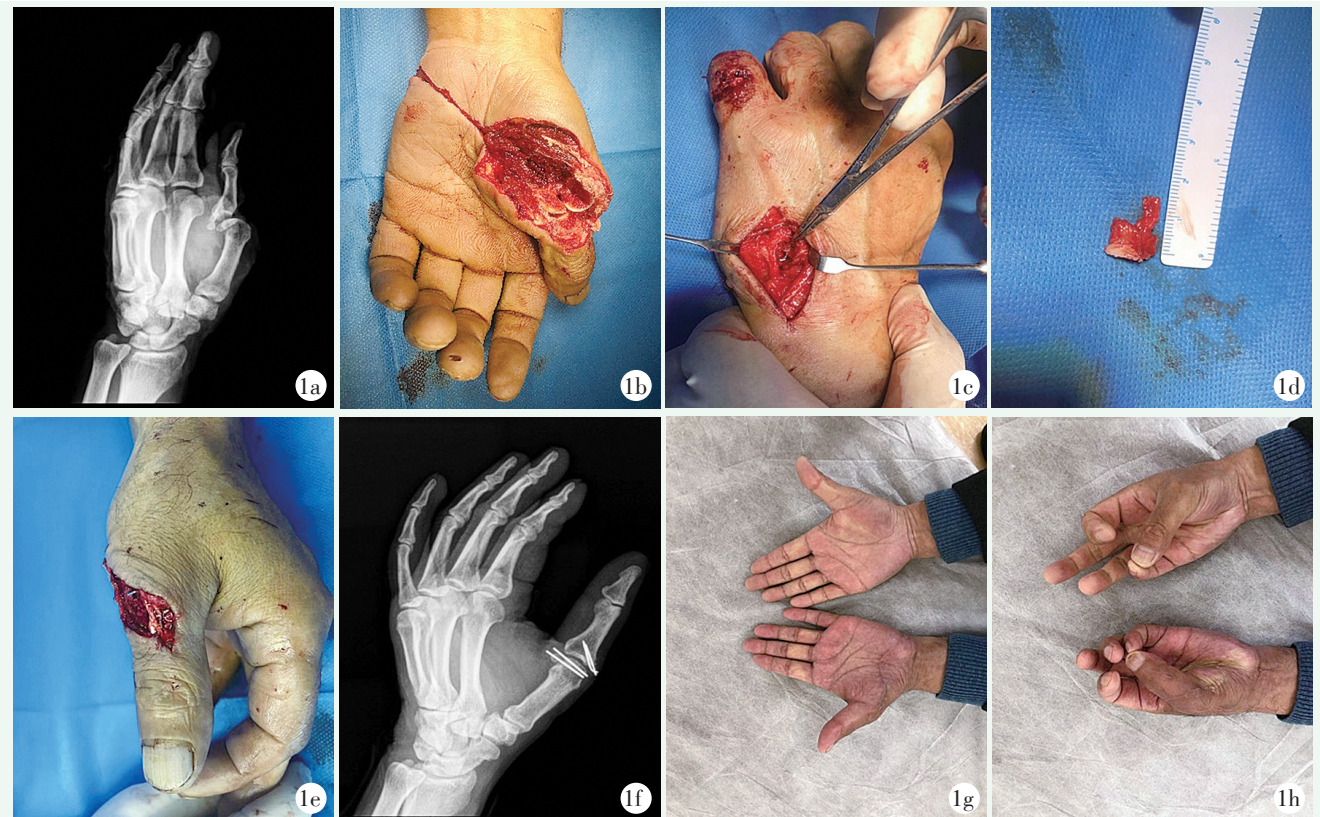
患者，男，59岁，因电锯割伤左手拇指30 min入院 1a: 术前X线片示左第1掌指关节半脱位，掌骨头骨折，近节指骨部分关节及骨缺损 1b: 术中见：左手掌斜行伤口，拇长伸肌腱断裂，第1掌骨头骨折，近节指骨基底部骨质楔形缺损，背侧关节囊及拇短伸肌腱部分缺损，第1掌指关节掌侧半脱位，侧副韧带部分损伤，拇指屈侧结构完整 1c: 于第5腕掌关节背侧做纵行切口，显露第5掌骨基底 1d: 切取带部分尺侧腕伸肌腱及关节面的第5掌骨基底部骨块移植物 1e: 将骨块修整后，植于指骨近节基底缺损处，用2枚1.0 mm克氏针固定；2枚克氏针固定掌骨头骨折。将骨块附着的肌腱、关节囊与近侧断端缝合 1f: 术后X线片示拇指掌指关节位置良好 1g, 1h: 术后6个月随访，骨折完全愈合，关节面外形恢复，拇指掌指关节活动度 $0^{\circ}\sim 78^{\circ}$ ，背伸、对掌功能良好
